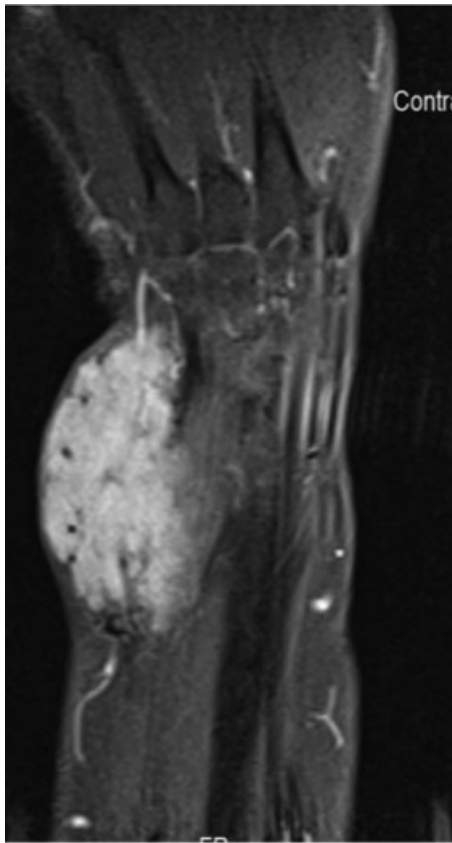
Vista coronal de TC de la muñeca izquierda.
